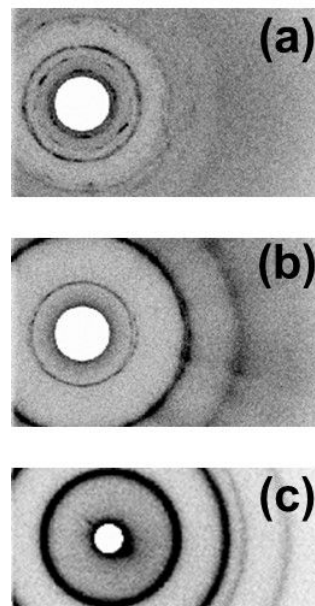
種々の脂質組成および温度で作製した巨大分子集合体の小角X線散乱パターン.
